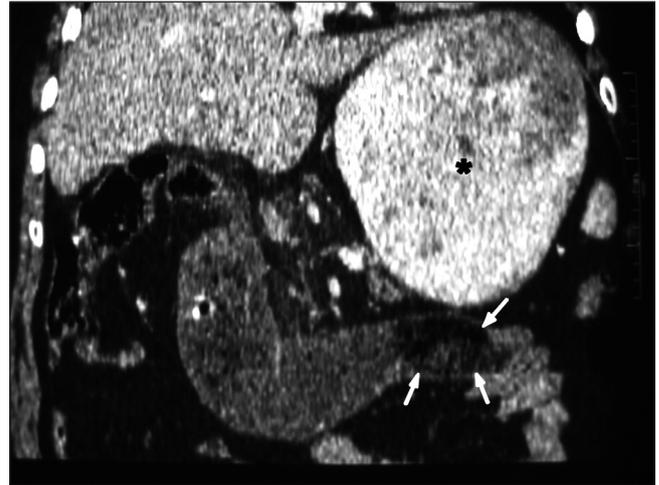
Reconstrucción MPR coronal de tomografía computarizada con contraste oral e i.v. Distensión del remanente gástrico (*) y dilatación proximal al bezoar. Este se aprecia como una masa de contornos bien definidos en la luz del yeyuno, con aspecto de "burbujas de aire moteado" o de "heces" (flechas blancas).
